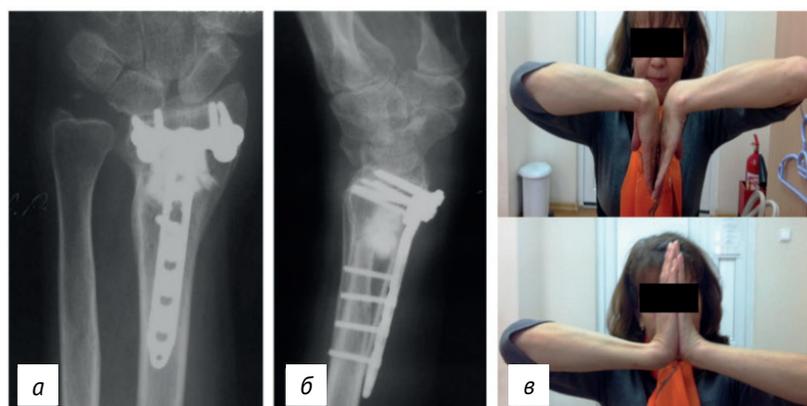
Рентгенограммы лучезапястного сустава в прямой (а) и боковой (б) проекциях пациентки Х. (67 лет) и функция лучезапястного сустава спустя 12 месяцев после операции (в)
